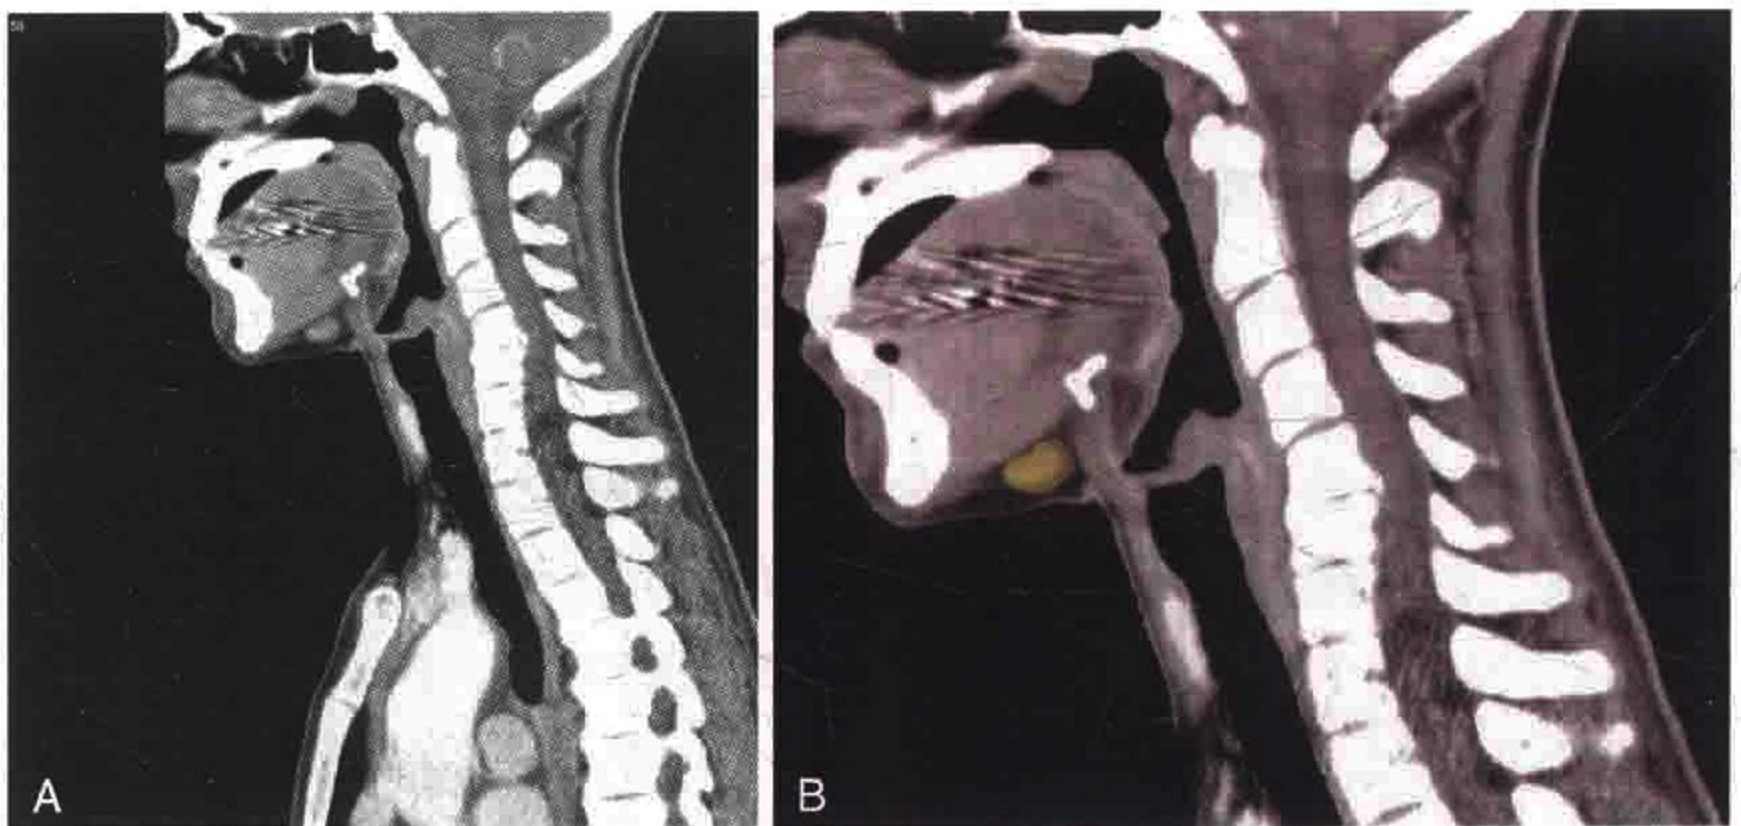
A. 矢状位 CT 增强扫描显示淋巴瘤患者 IA 区（颏下）淋巴结肿大。B. 淋巴结被勾画出来
